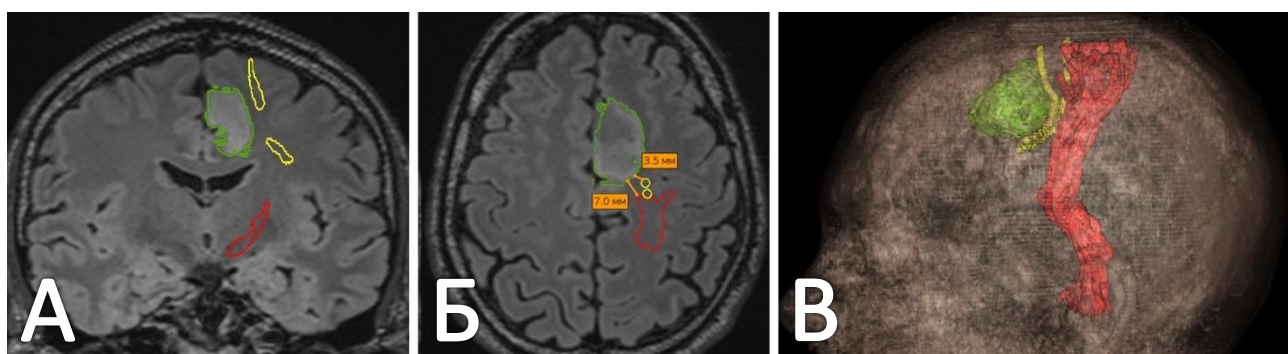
Реконструкция трактов белого вещества у пациента Г. в предоперационном периоде (зеленым цветом обозначена опухоль, красным – КСТ, желтым – ЛКП). А. Коронарный срез МРТ в последовательности T2-ВИ FLAIR. Б. Аксиальный срез МРТ в последовательности T2-ВИ FLAIR с определением расстояния между опухолью, КСТ и ЛКП с использованием инструмента «измерение». В. 3D-модель головы пациента с наложенной на нее моделью опухоли и реконструированными КСТ и ЛКП
